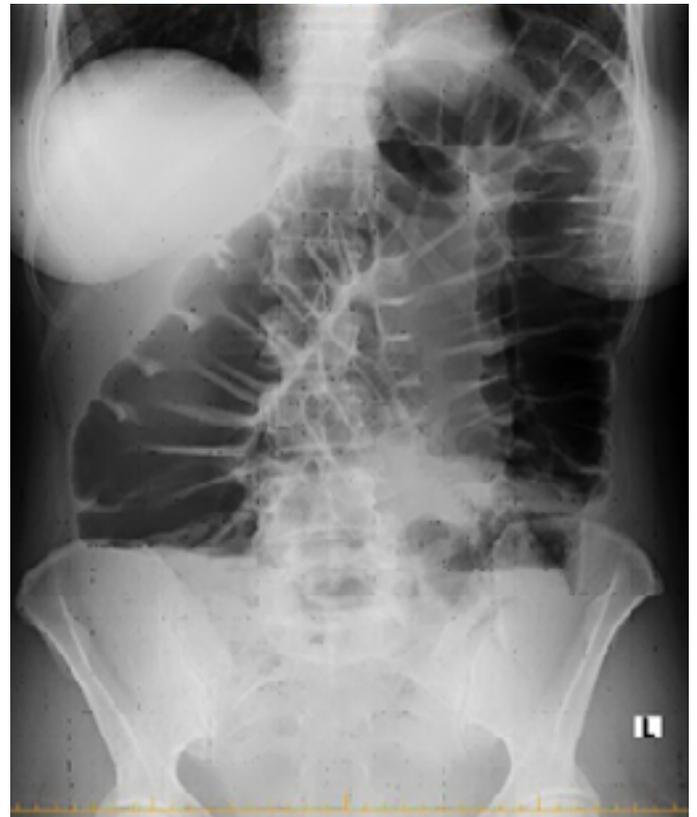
Рентгенография брюшной полости
